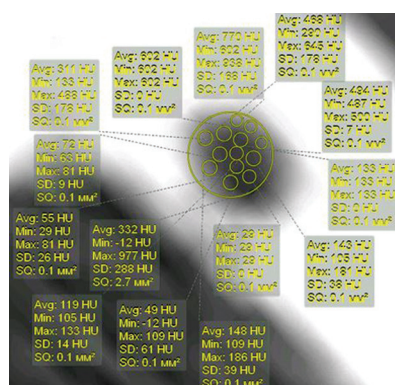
МСКТ голени больного М., 56 лет. Хронический остеомиелит большеберцовой кости. Аксиальная проекция. Микрополость, выделена площадь 2,7 мм². Внутри полости точки, плотность которых составляет от 29 до 49 HU, в других 11 колеблется от 72 до 700 HU
